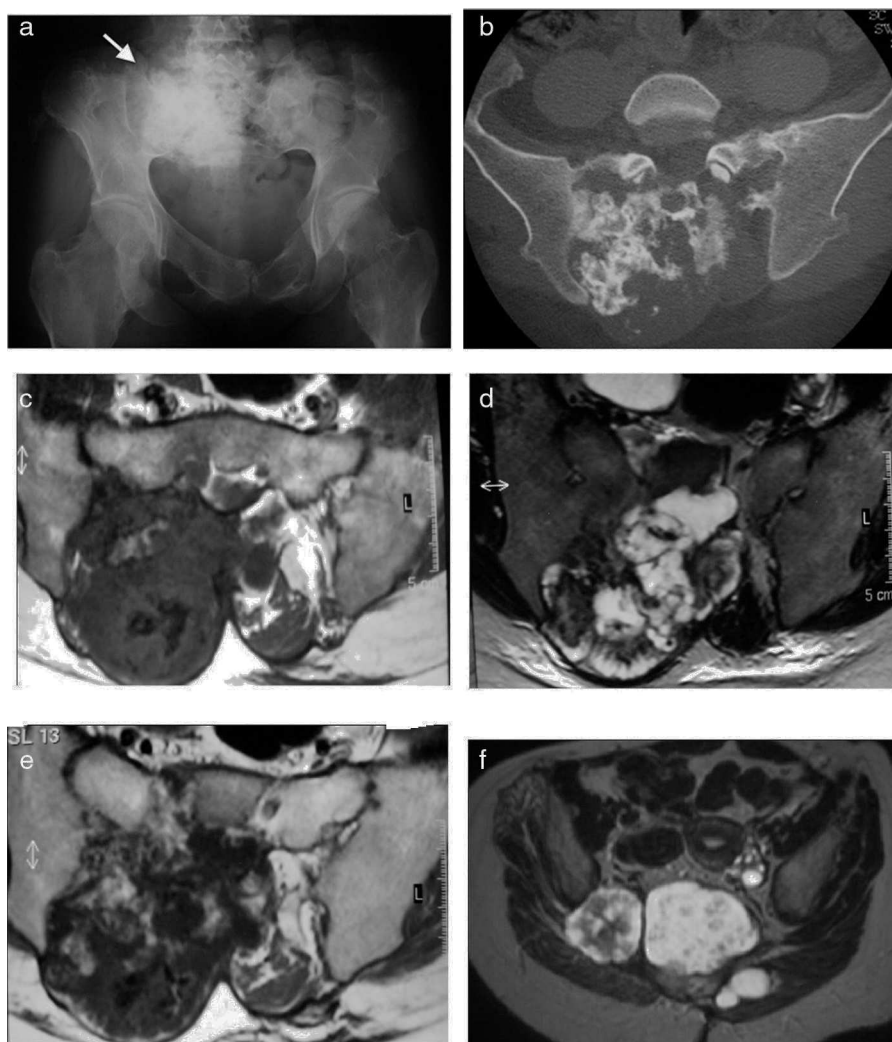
Condrosarcoma secundario del sacro en una mujer de 26 años con osteocondromatosis hereditaria. a) La radiografía simple muestra una lesión esclerosa en la región sacroiliaca derecha, de contornos mal definidos (flecha blanca). Se observa un ensanchamiento de las metáfisis femorales y otros cambios displásicos en los huesos de la pelvis. b) La TC muestra una tumoración sacra con una extensa área de calcificación cartilaginosa y múltiples osteocondromas en ambos iliacos. c) La imagen potenciada en T1 muestra un tumor con áreas de hipo e hiperintensidad que corresponden, respectivamente, a calcificaciones y a médula ósea grasa. d) La correspondiente imagen potenciada en T2 muestra la apariencia típica de una tumoración de estirpe cartilaginosa, polilobulada, con hiperintensidad del componente no mineralizado e hipointensidad de la matriz tumoral calcificada. e) En la secuencia potenciada en T1 con gadolinio se observa un realce periférico y septal con un patrón «en anillos y arcos» característico en este tipo de tumores. f) Imagen de RM potenciada en T2 del mismo paciente dos años después de la resección quirúrgica con recidiva multifocal de su enfermedad.
